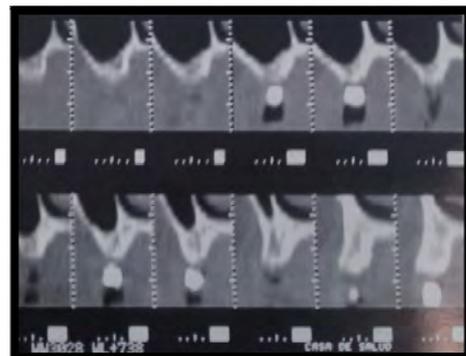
Imagen de la guía mediante tomografía computarizada.
